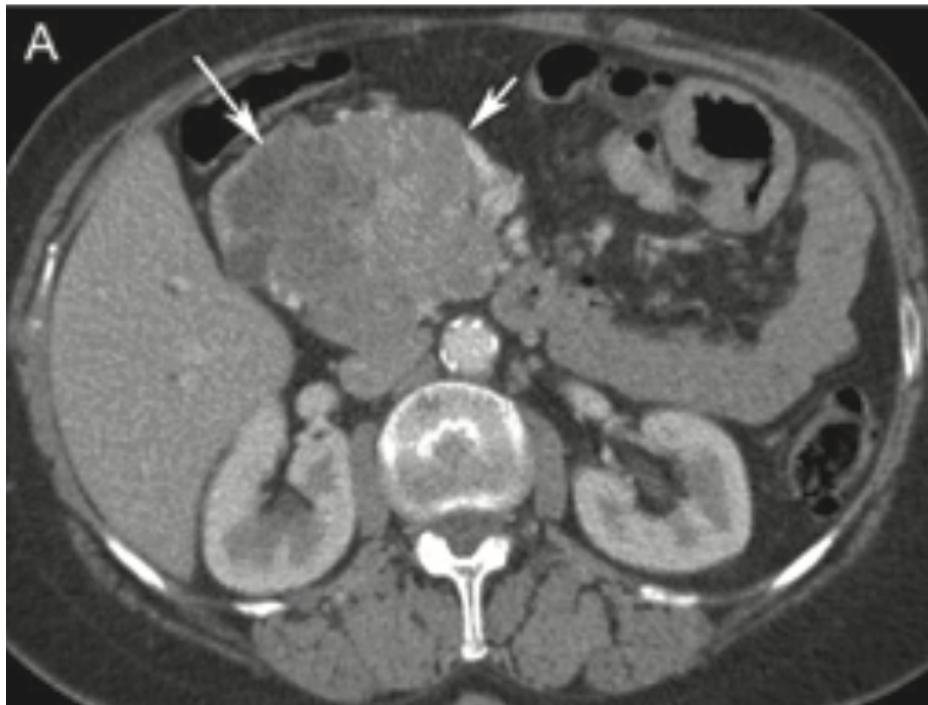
Cistoadenoma típico en TC(18)
